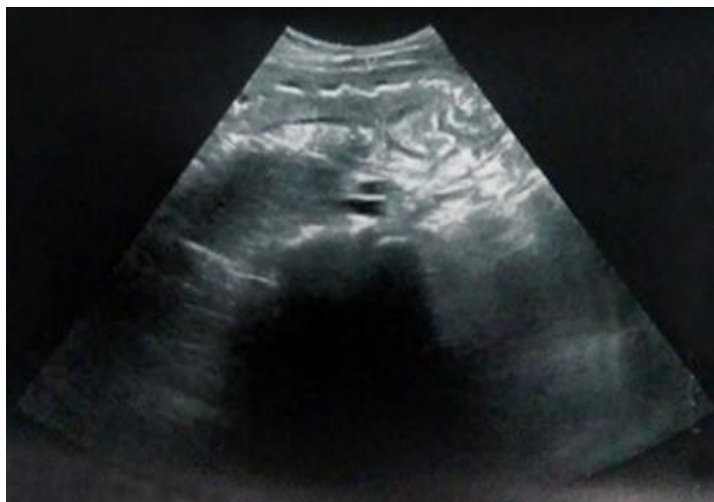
Ultrasonido abdominal.
